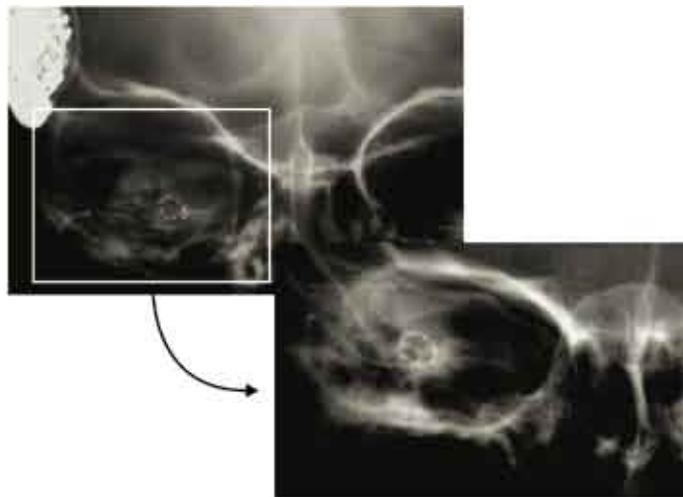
Comprobación de la colocación del implante coclear, posterior a la cirugía, mediante radiografía simple.
